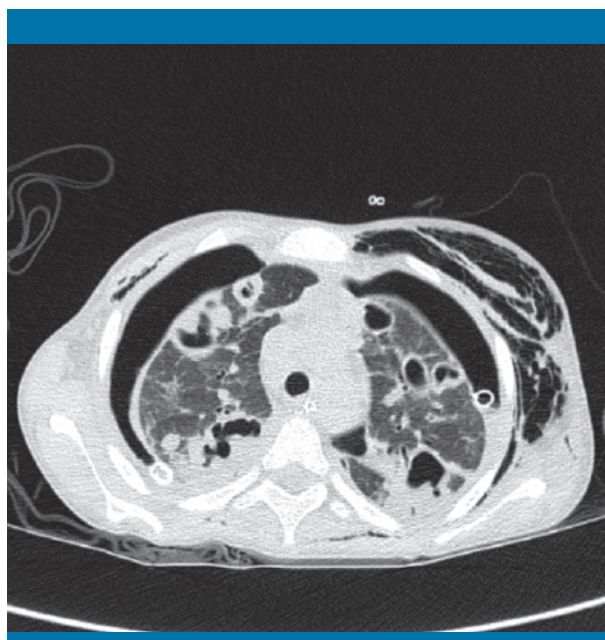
Tomografía computarizada pulmonar. Neumonía estafilocócica en una niña ecuatoriana de 9 años con mal estado nutricional: neumotórax bilateral con múltiples neumatoceles bilaterales
